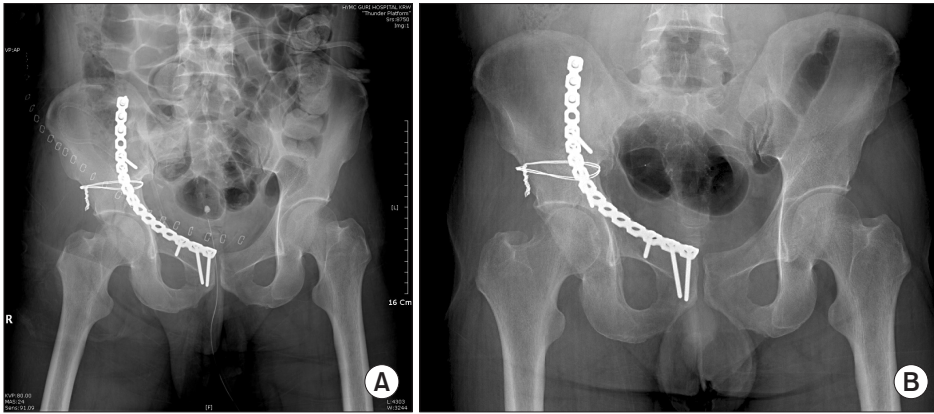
(A) Immediate postoperative radiograph shows anatomical reduction with cerclage wiring and plate fixation. (B) Radiograph after 12 months after the operation shows union of the fracture site and good joint congruency.
